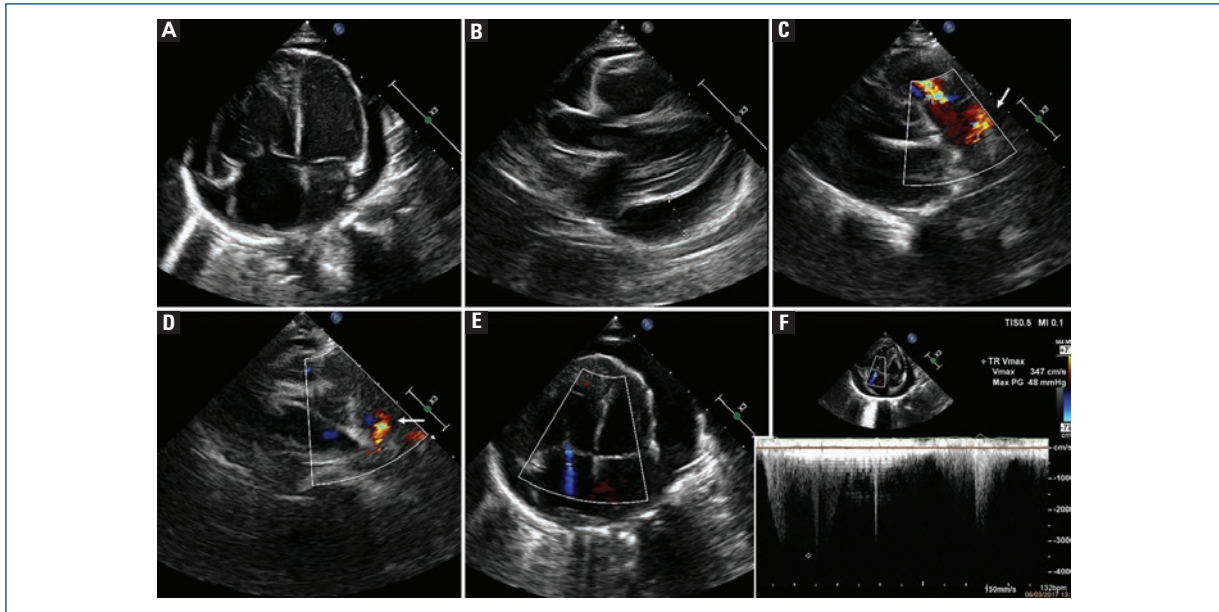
Ecocardiograma. A: Vista apical de cuatro cámaras en la que se observa derrame pericárdico circunferencial, sin colapso de cavidades durante la diástole; dilatación de cavidades derechas. B: Eje paraesternal largo; se mide derrame pericárdico en pared posterior del VI (15 mm). C y D: Eje paraesternal corto de grandes vasos, modificado; se observa con Doppler a color flujo proveniente del CAP hacia la arteria pulmonar (flechas), y chorro de regurgitación en la válvula pulmonar. E: Vista apical de cuatro cámaras, con Doppler a color sobre válvula tricúspide; se muestra regurgitación tricuspídea leve. F: Evaluación con Doppler continuo sobre regurgitación tricuspídea que registra gradiente de 48 mmHg.
